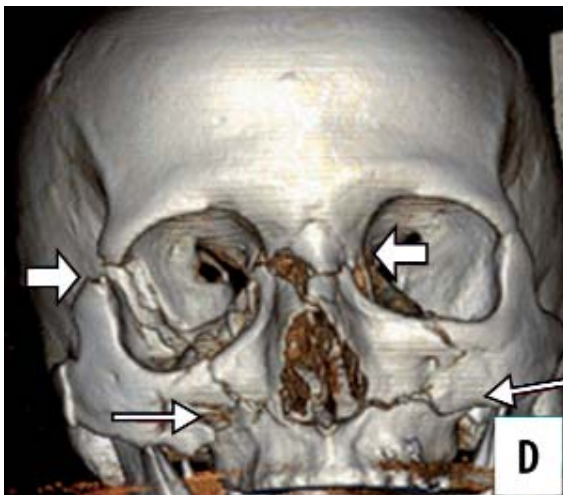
Izda. TC fractura facial múltiple reconstrucción 3D. Drcha. fx facial múltiple reconstrucción TC.
